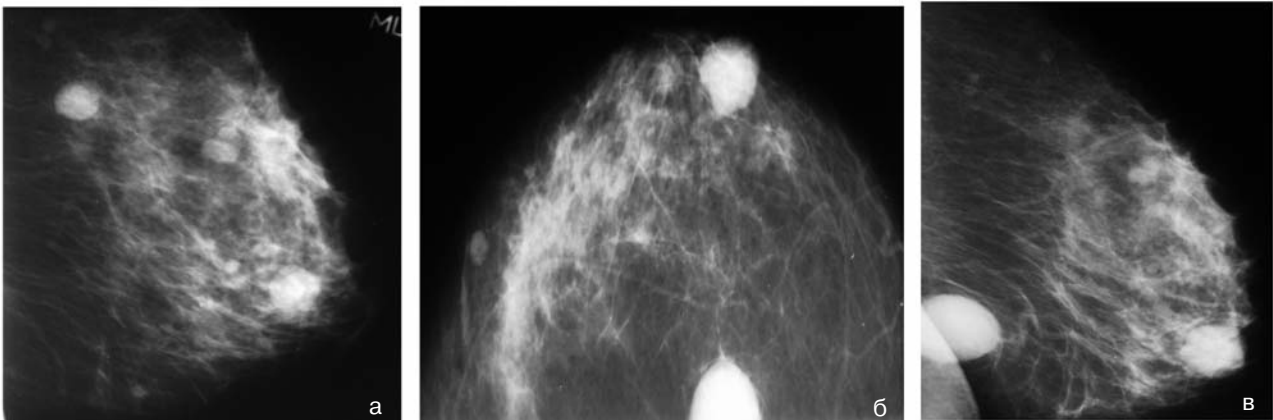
а, б, в. Рентгенограммы метастазов меланомы в обе грудные железы пациентки Н., 1967 г.р.
